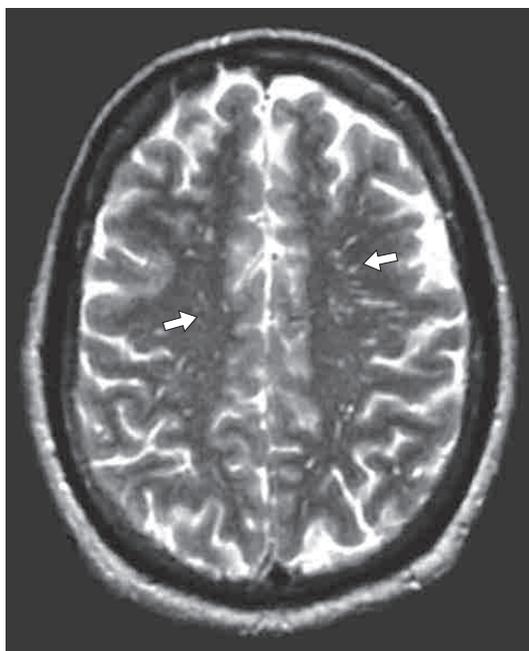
МРТ головного мозга (аксиальный срез) 33-летнего мужчины, страдающего НС, в T2-режиме – гиперинтенсивные субкортикальные очаги (помечены стрелками).
